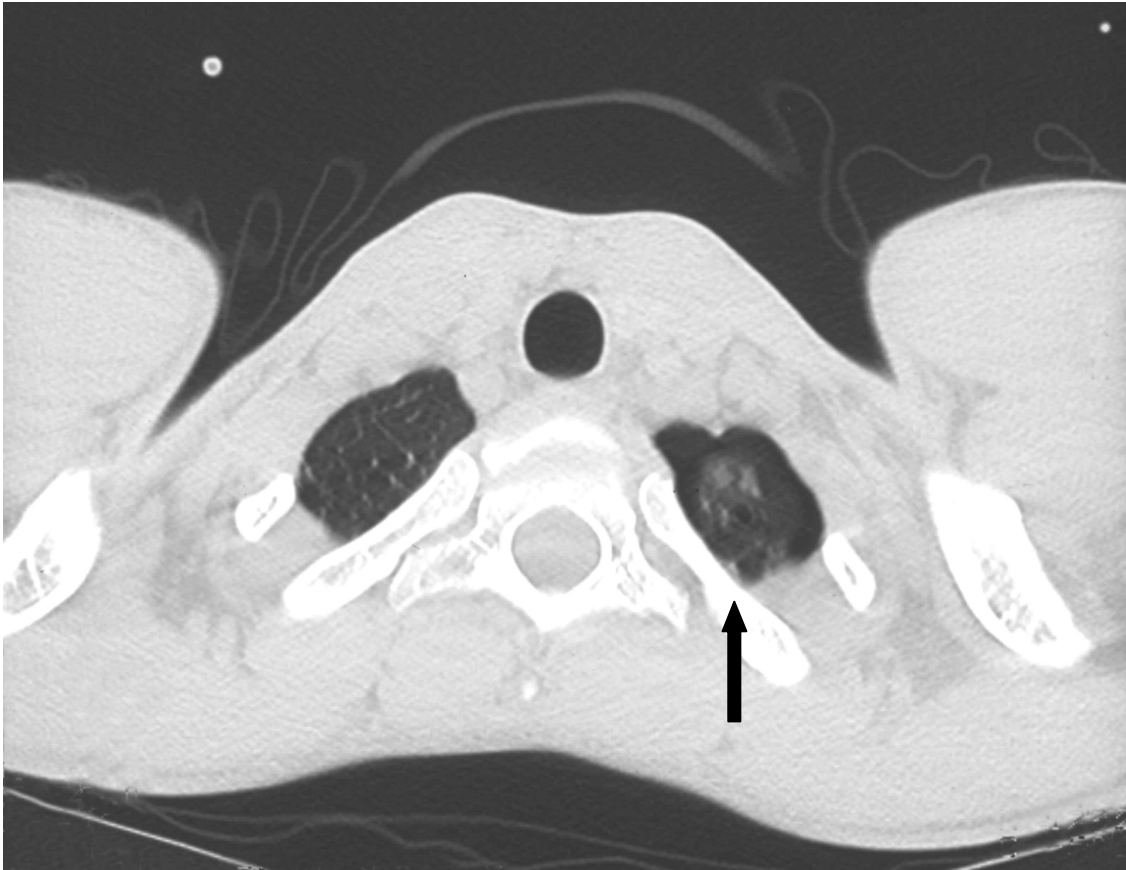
20jähriger Patient, HRCT 2/8 mm; Erstereignis eines Spontanpneumothorax links. In der linken Lungenspitze subpleural ca. 1 cm große Bulla ( Pfeil ), Restpneumothorax links.
